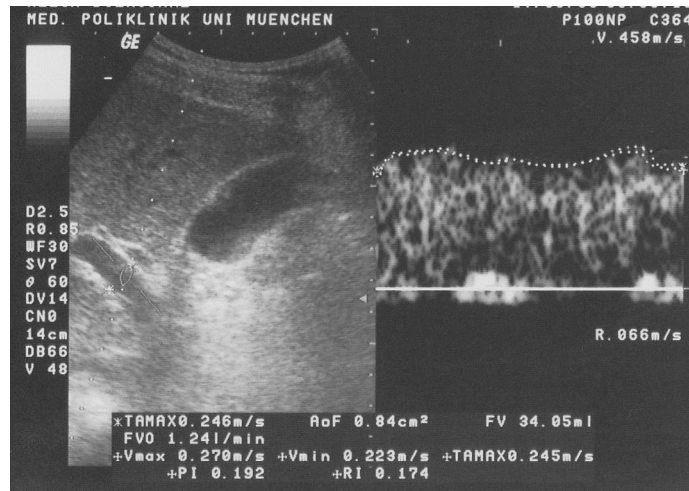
Beispiel einer duplexsonographischen Darstellung der Vena portae im B-Bild (links) mit plaziertem „sample-volume“ und Winkelkorrektur sowie dem abgeleiteten Dopplersignal (rechts)
